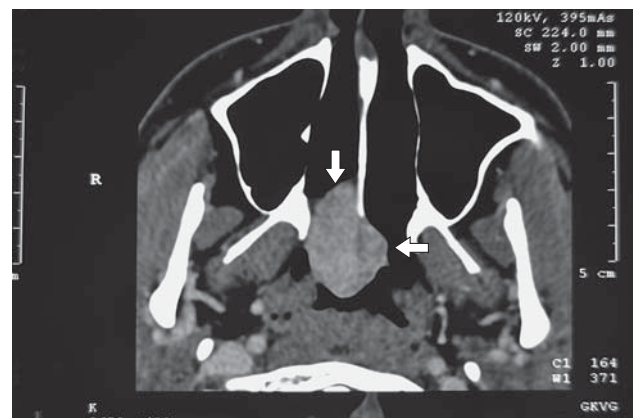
Пример ангиофибромы задних отделов правой половины носоглотки (стрелка) по результатам КТ с контрастированием.
